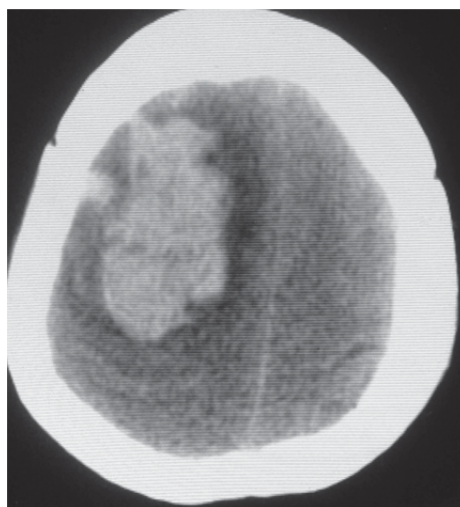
КТ-контроль через 20 часов после операции. Гематома правой лобной доли. Отек головного мозга.
